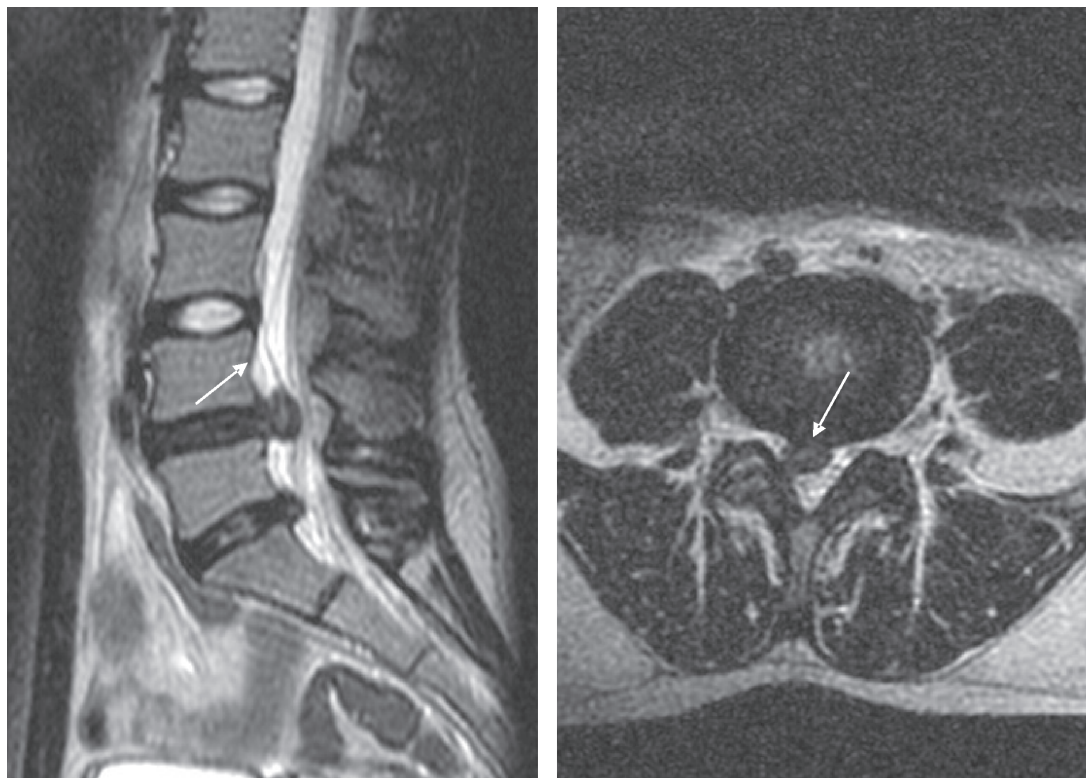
Hernie discală paramediană L₄-L₅ (RMN).
